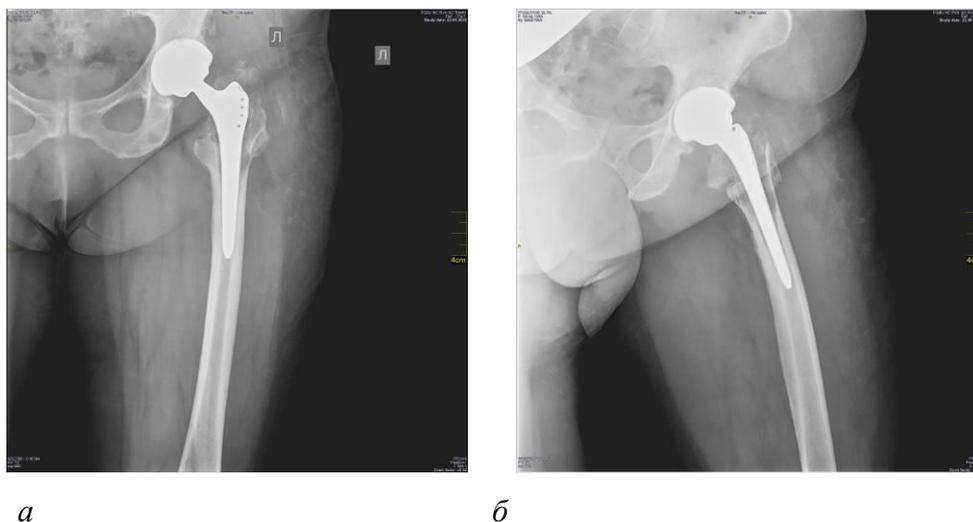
Рентгеновские снимки тазобедренного сустава слева пациентки К. при повторной госпитализации в ГТОО: а – прямая проекция, б – боковая проекция
